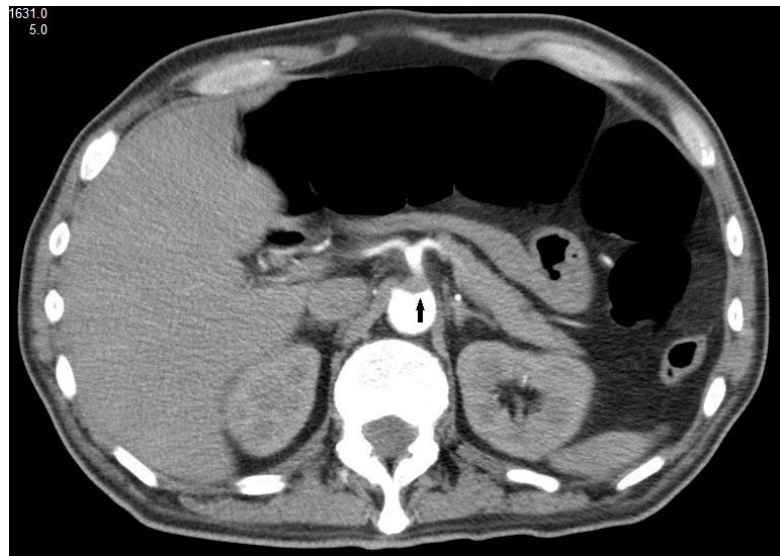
Computed tomography showing mesenteric emboli (arrow).
